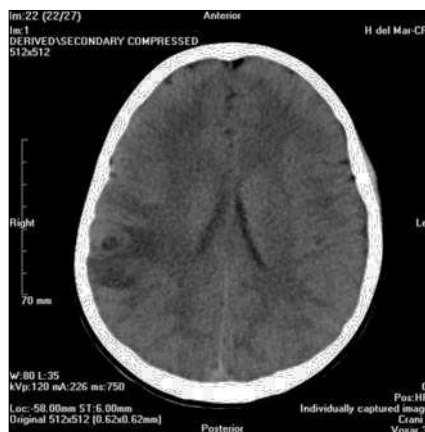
TC craneal. Lesión nodular hipodensa parietotemporal derecha.
